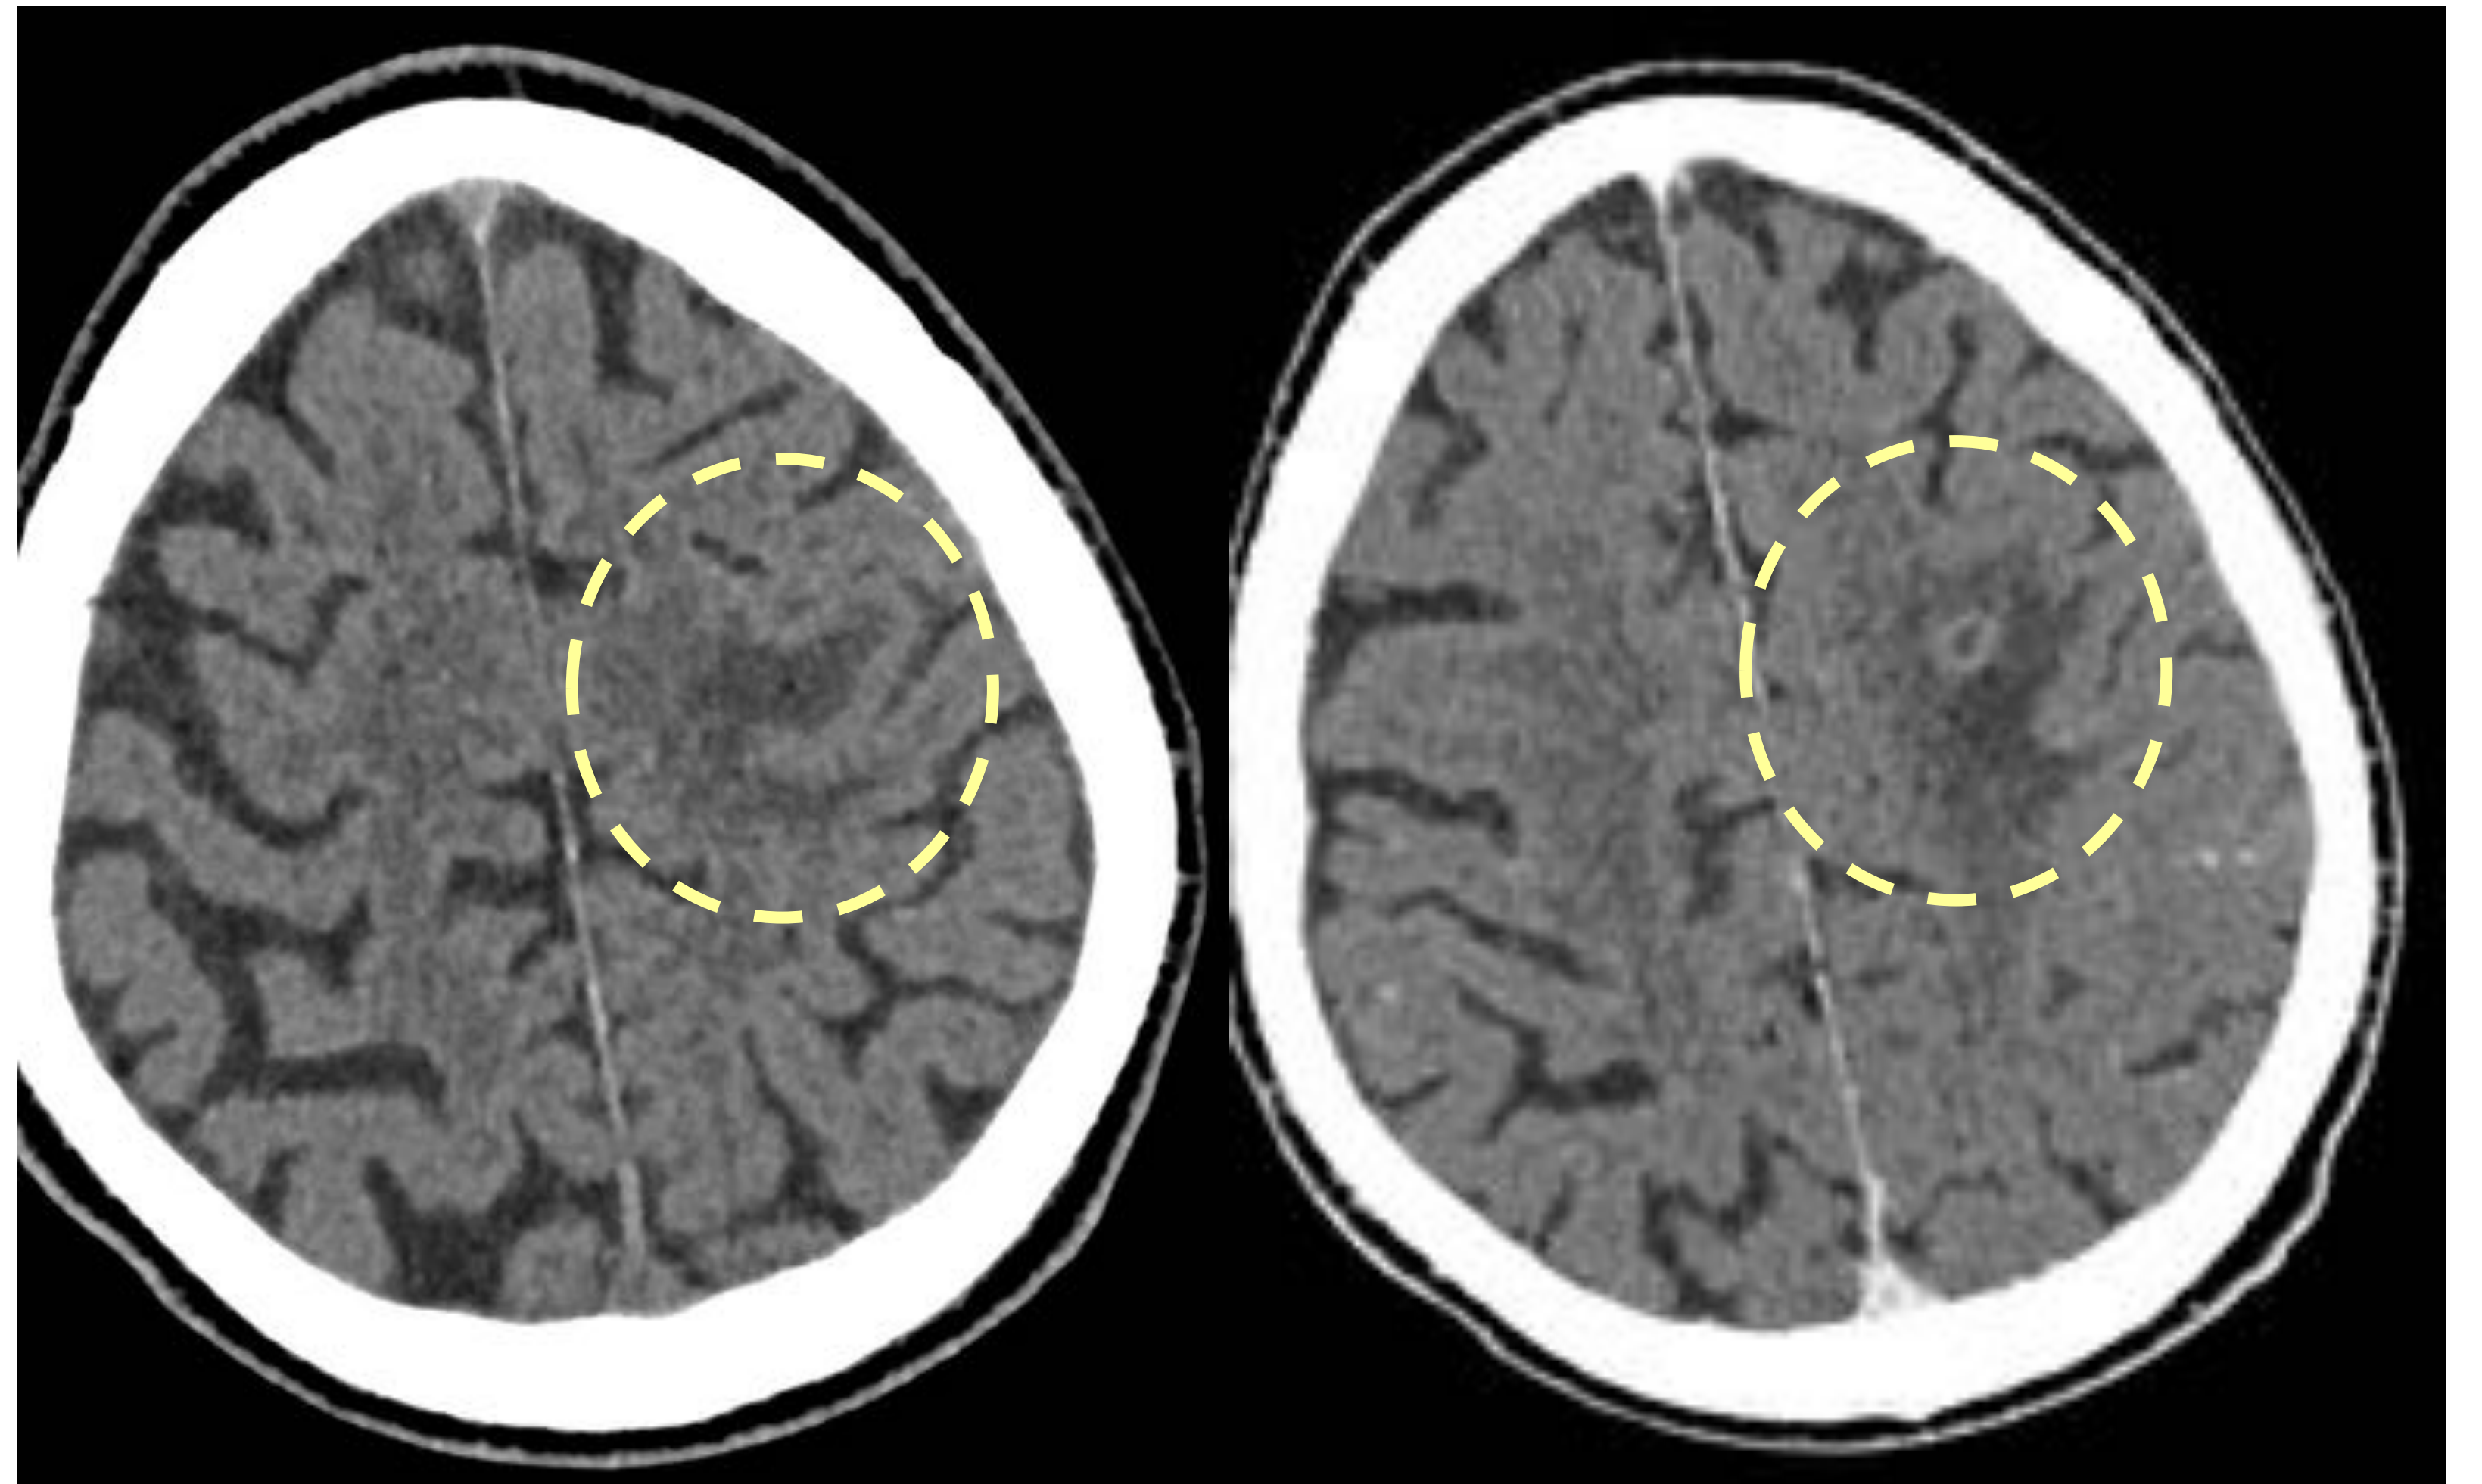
TC basal y tras la administración de CIV en un paciente ingresado en el contexto de una endocarditis infecciosa que debuta con clínica neurológica. Se observa una asimetría de surcos y un área hipoatenuante subcortical frontal izquierdo sugestiva de edema vasogénico que presenta realce en anillo en probable relación con absceso cerebral.
